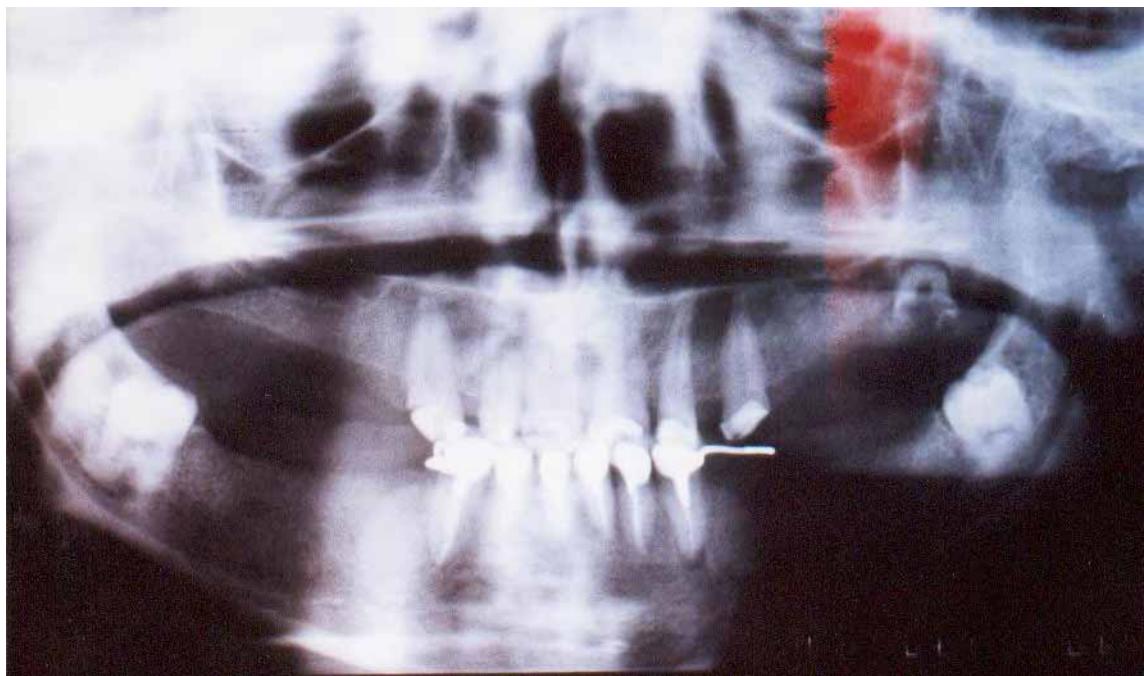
Cas n°6 : Aspect radiographique après soins dentaires
